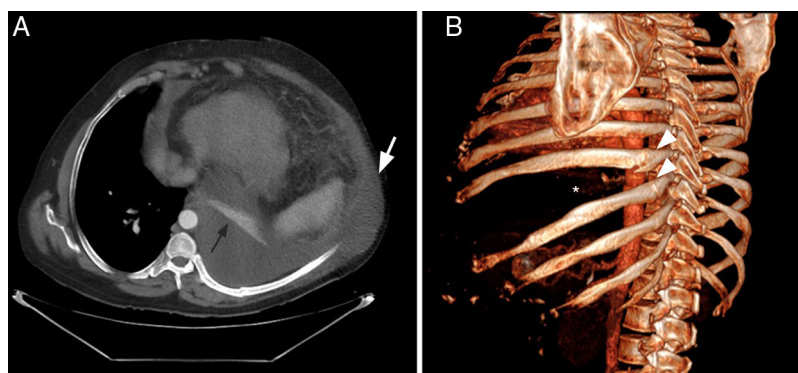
A) TC de tórax (vista axial) donde se muestra la herniación del derrame pleural izquierdo hacia la región subcutánea adyacente (flecha blanca). Obsérvese la atelectasia completa del lóbulo inferior izquierdo (flecha negra). B) Reconstrucción tridimensional de la TC (proyección oblicua posterior izquierda), que muestra fracturas de la región posteromedial (punta de flecha) de 2 costillas contiguas (octava y novena) y un ensanchamiento significativo del octavo espacio intercostal (asterisco).
